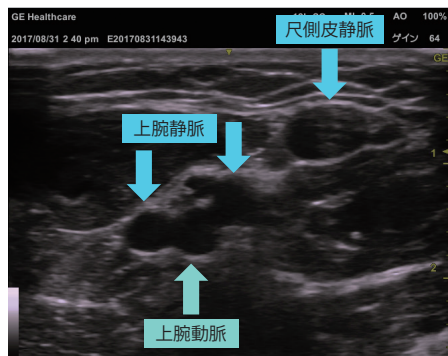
尺側皮静脈、上腕静脈、上腕動脈をエコーで描出
